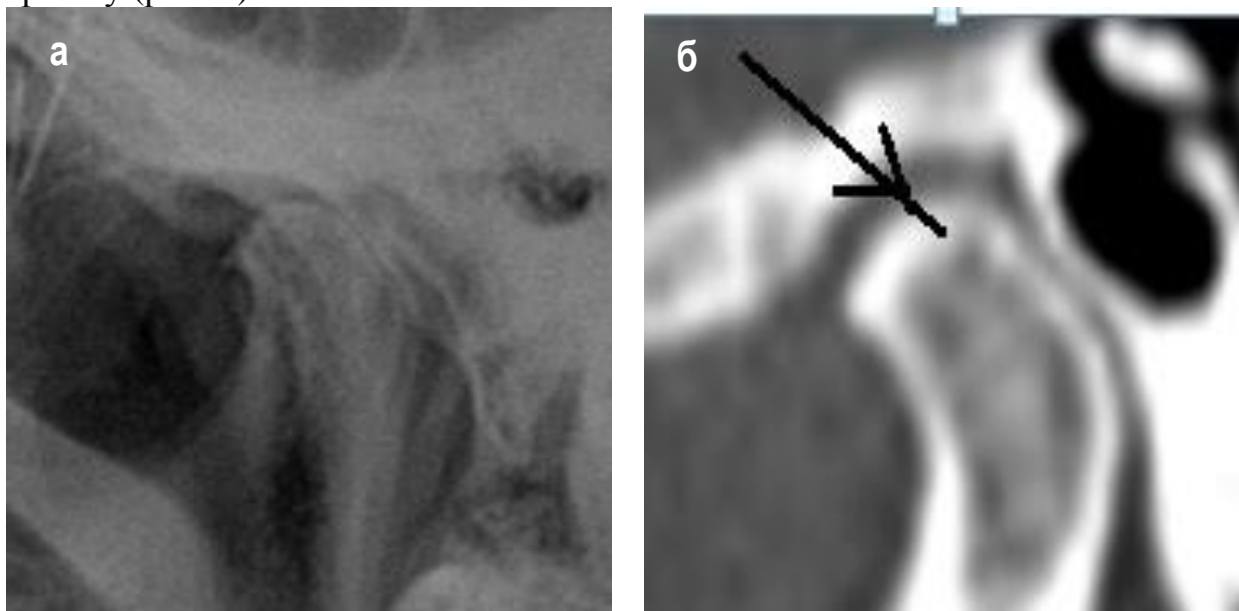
Б-я С., 54 лет. Рентгенограмма левого ВНЧС в боковой проекции: уплощение суставных поверхностей, сужение суставной щели, остеофит по передней поверхности головки мыщелка (а). МСКТ той же пациентки в сагиттальной плоскости: дополнительно к описанным рентгенологическим изменениям видна субхондральная киста (б).
